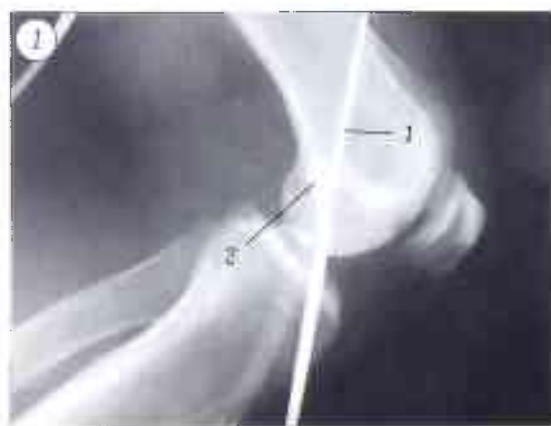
Интраоперационная рентгенограмма коленного сустава в процессе выполнения бедренного канала (1 — расположение спицы, 2 — бедренного направлятеля).
